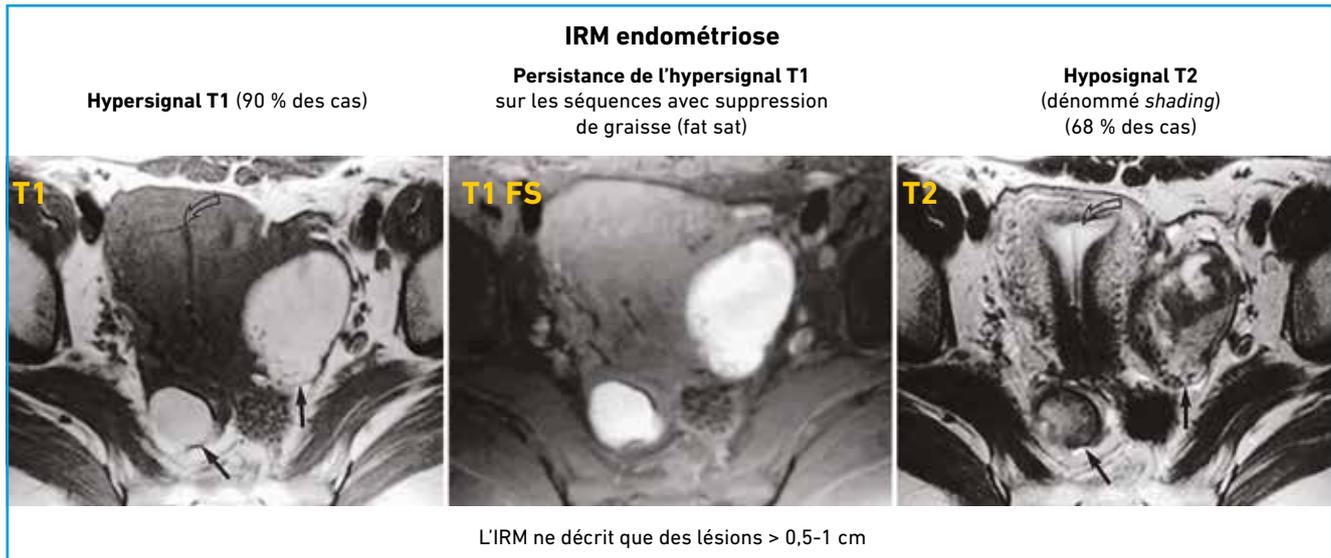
Aspect IRM de kystes ovariens bilatéraux, en séquences T1, T1 fat sat et T2.
